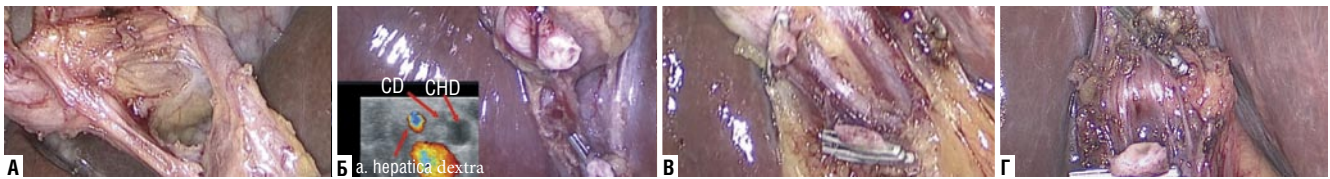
Топографии пузырной артерии при ЛУЗИ. А – пузырная артерия располагается в «типичном» месте; Б – пузырная артерия расположена латерально от пузырного протока; В – пузырная артерия представлена двумя веточками; Г – «гусеничный горб» печеночной артерии в проекции области Кало.
